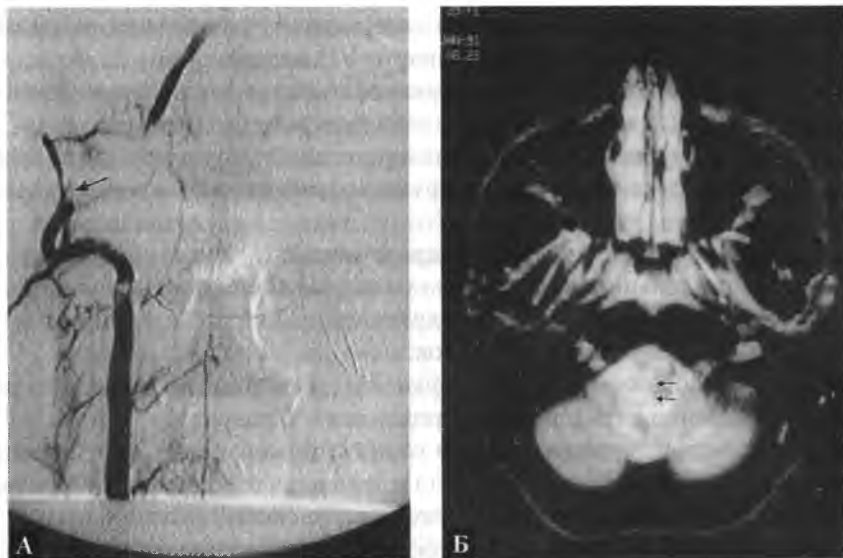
Расслоение правой позвоночной артерии (А, указано стрелкой), вызывающее латеральный инфаркт продолговатого мозга (синдром Валленберга), который выглядит на T2 взвешенном МРТ изображении как участок с повышенной интенсивностью сигнала (Б, показано стрелками)
